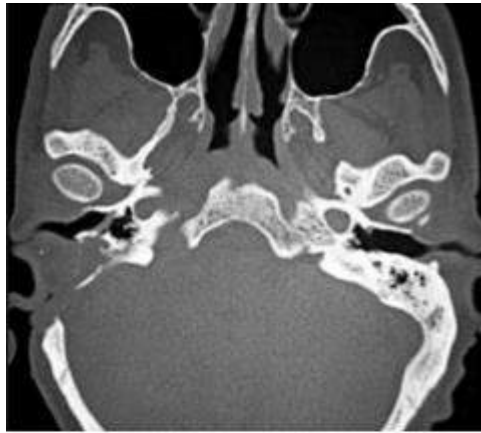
Axial CT showing soft tissue involvement of the right external and middle ear with bone erosion. Enlargement of the right foramen lacerum and condyloid canal, as well as the facial nerve canal, can be observed.
